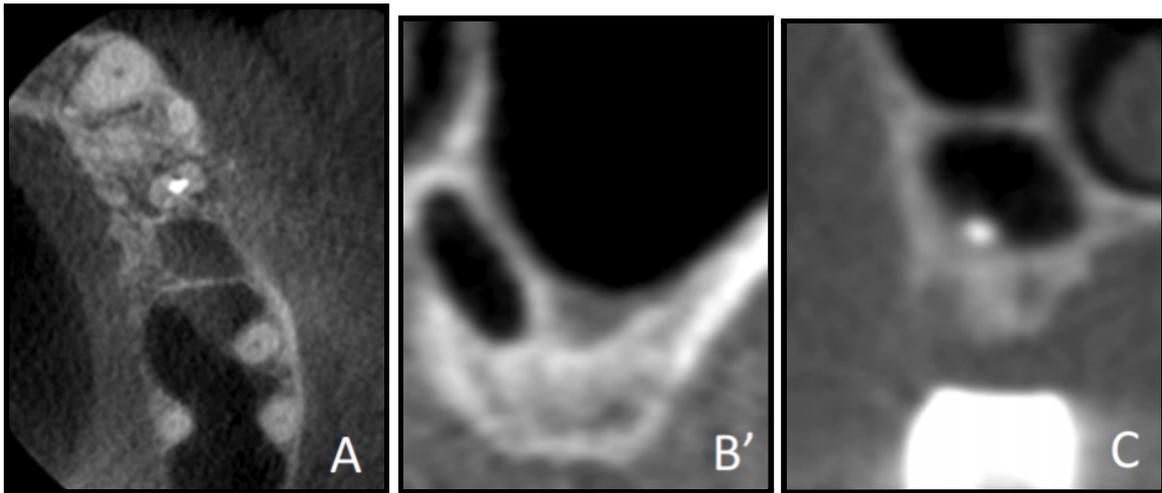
Coupe horizontale d'un CBCT montrant une classe I (image A)
